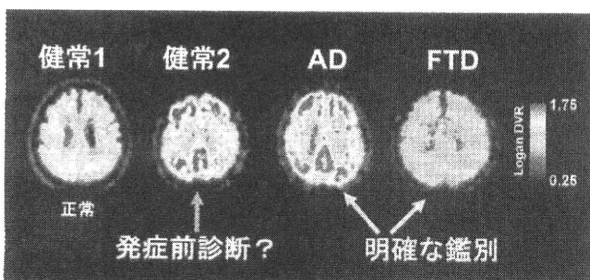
$^{11}\text{C}$  PiB-PETの自験画像
